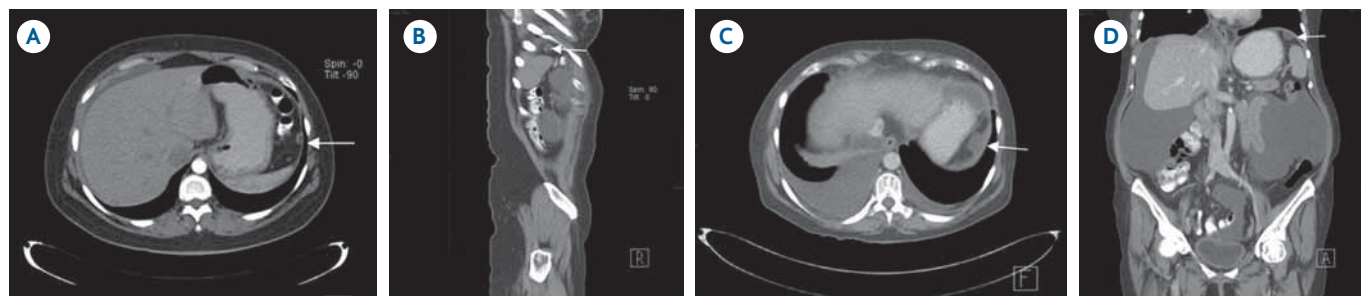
Tomografías de dos pacientes con diagnóstico de cistoadenocarcinoma seroso de ovario. A) y B) Cortes axial y reconstrucción sagital en las que se observan algunas imágenes de morfología nodular, isodensas al músculo, de localización subdiafragmática izquierda y líquido libre subfrénico derecho. C) y D) Corte axial y reconstrucción coronal en la cual se observan imágenes de similares características pero de mayor tamaño adosadas a la superficie peritoneal del hemidiafragma izquierdo. Se observa además ascitis.
